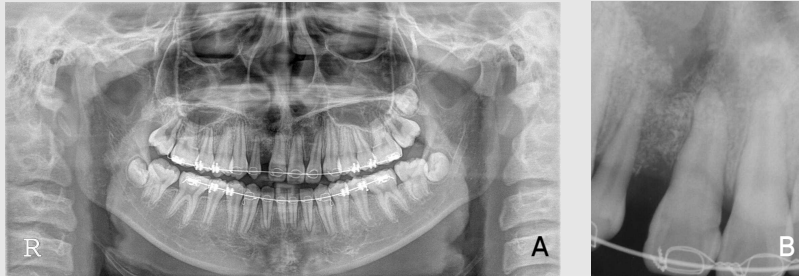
Radiographic findings after 2months of surgery:A: Panoramic radiography after 2month
